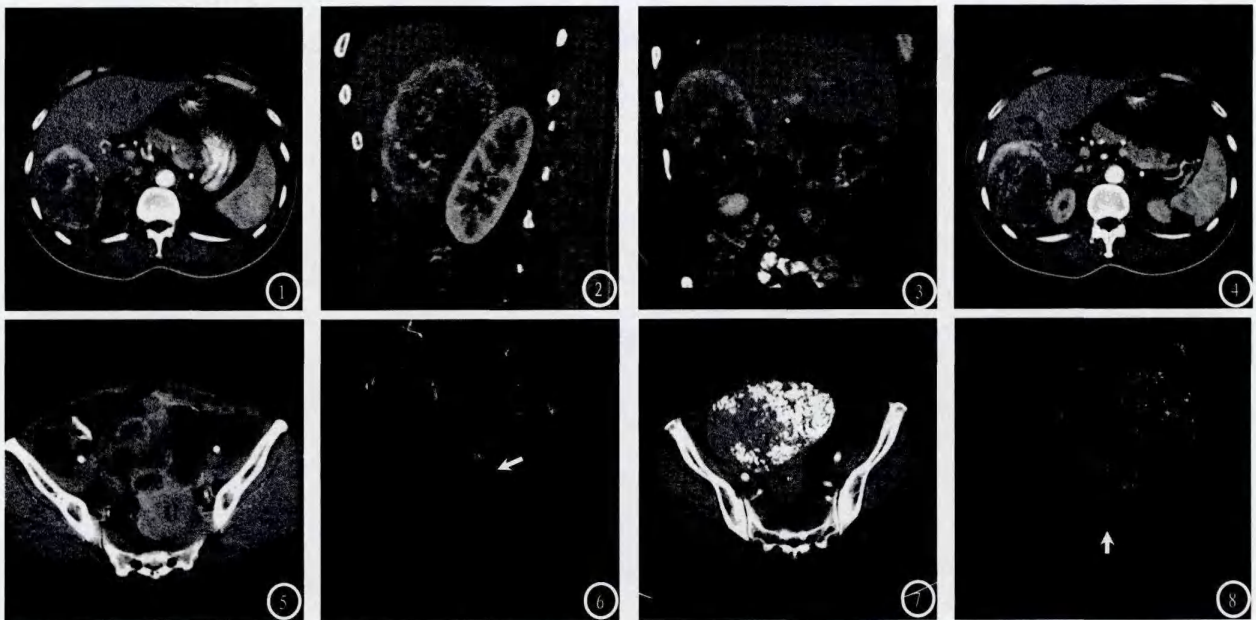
男，46岁，右腰部疼痛一月余，呈持续性隐痛，无放射痛。CT发现肝脏Ⅳ处占位性病变；病灶于轴位(图1)、矢状(图2)、冠状(图3)图像上病灶同肝脏均为锐角相交(箭头)，应定位于肝外；仔细观察可见病灶血供来自肝动脉分支(图4箭头)。手术证实为肝脏海绵状血管瘤。图5-6 女，65岁，盆腔内巨大肿块(图5)，病灶(T)与子宫(U)、两侧附件及盆腔内肠管分界不清；定位困难。CTA显示左侧卵巢静脉血管显著增粗(图6，白箭)。术后证实为左侧卵巢颗粒细胞瘤。图7-8 女，62岁，下腹疼痛数日，盆腔内巨大肿块伴弥漫性钙化，囊变(图7)，病灶(T)与子宫(U)、两侧附件分界不清；定位困难。CTA显示右侧子宫动脉显著增粗(图8，白箭)。术后证实为子宫浆膜下肌瘤。
